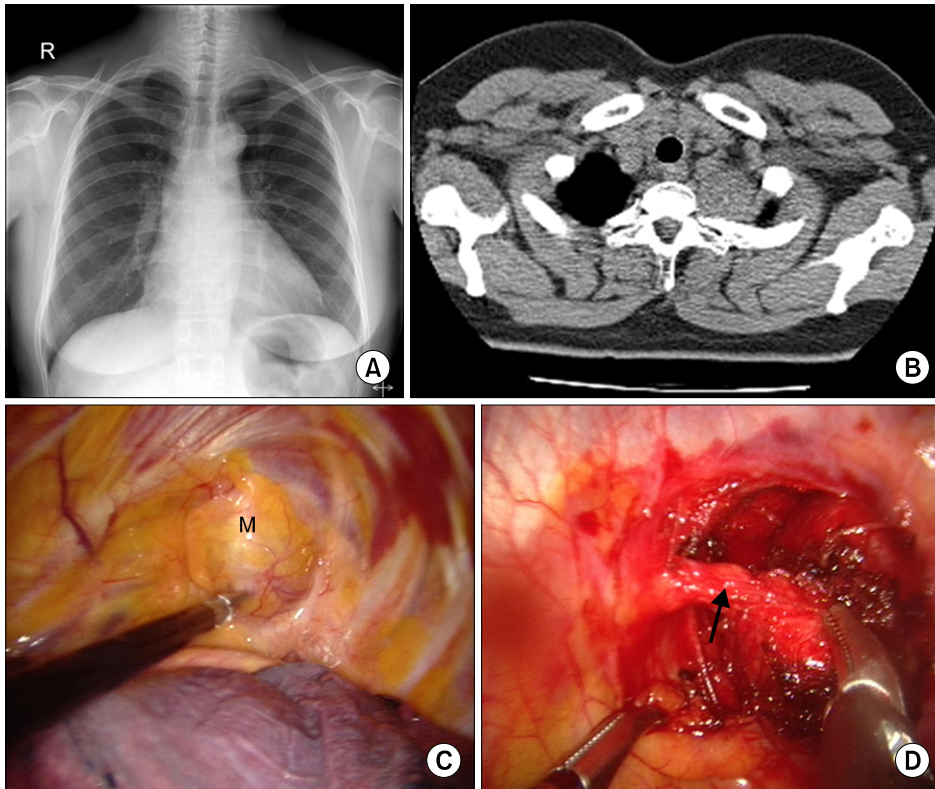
Apical ganglioneuroma. Upper, chest PA and computed tomogram shows left round apical mass. Lower, thoracoscopic complete excision of apical neurogenic tumor. M=Tumor; Arrow=Nerve stalk.
